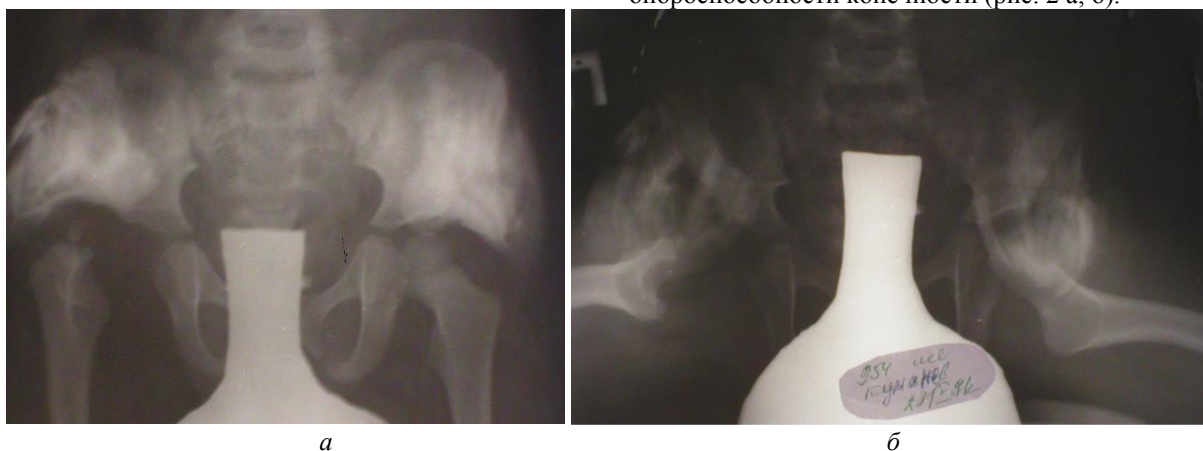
Рентгеномиография, выполненная по патенту №2042337 (Б-ной К-нев, 4 года, и/б № 4371).
